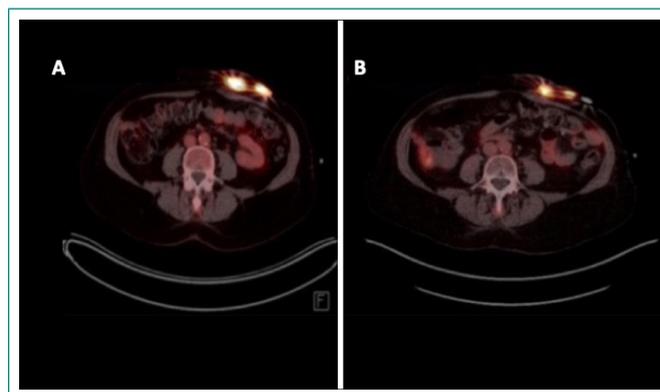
Infección asociada a *driveline* cuantificada mediante PET-TC (A) y mejoría cuantitativa tras tratamiento ambulatorio con dalbavancina (B)
